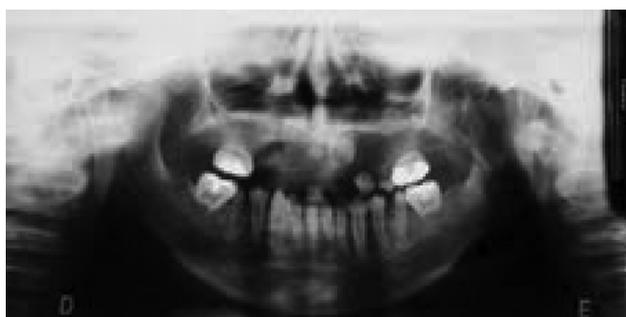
Radiografia panorâmica, evidenciando as alterações de desenvolvimento da dentição permanente
